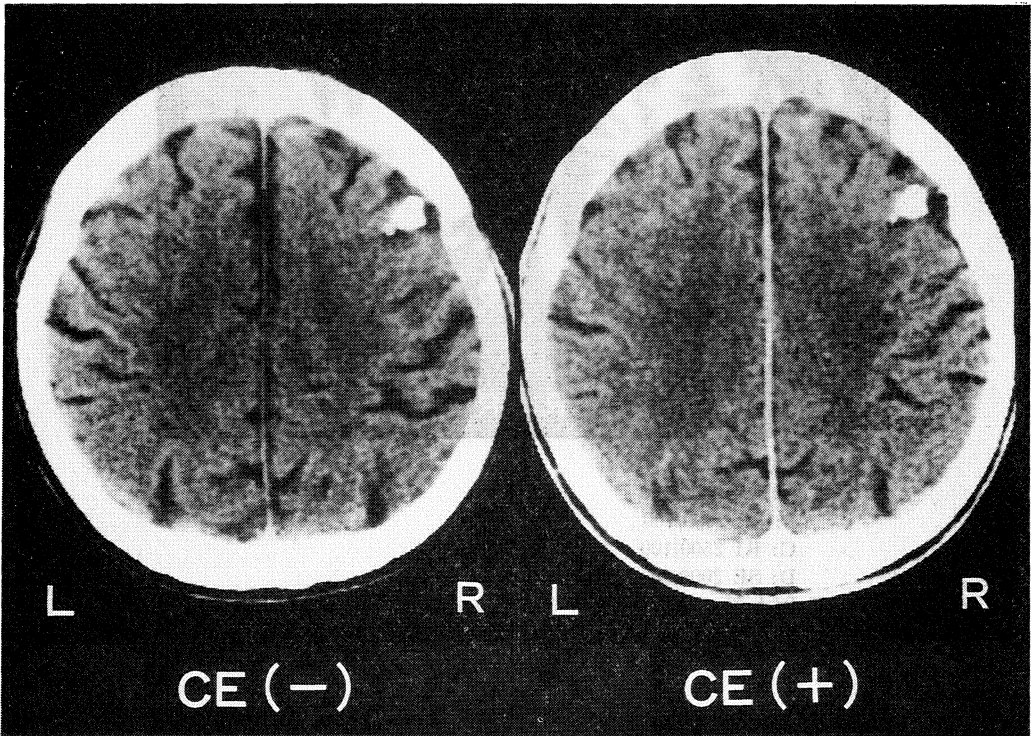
CT-scan of Case 1 with and without enhancement. A high density area is seen at the right frontal lobe.
